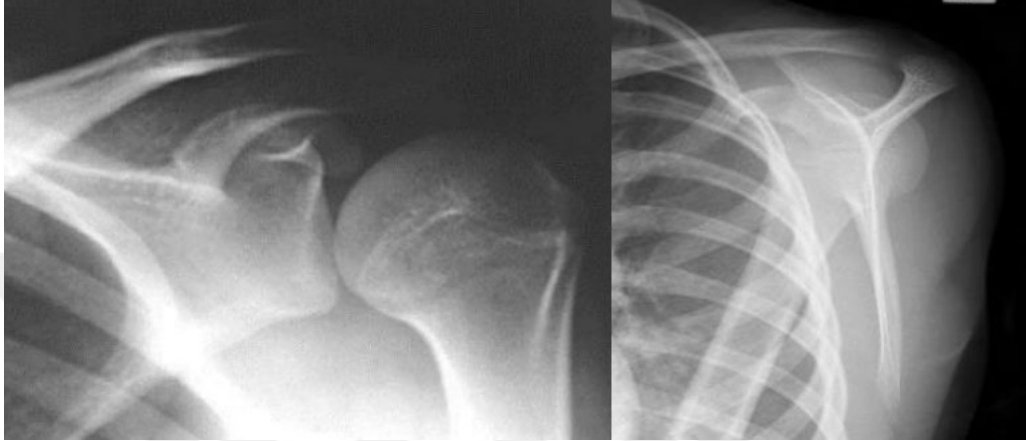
Streyker Notch Grafisi Çekimi ve Hill Sachs lezyonu
